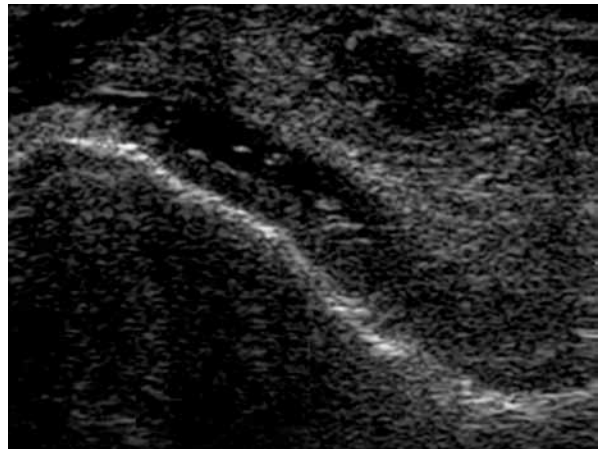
Ecografía de rodilla: nódulos en el interior de cartilago hialino.
